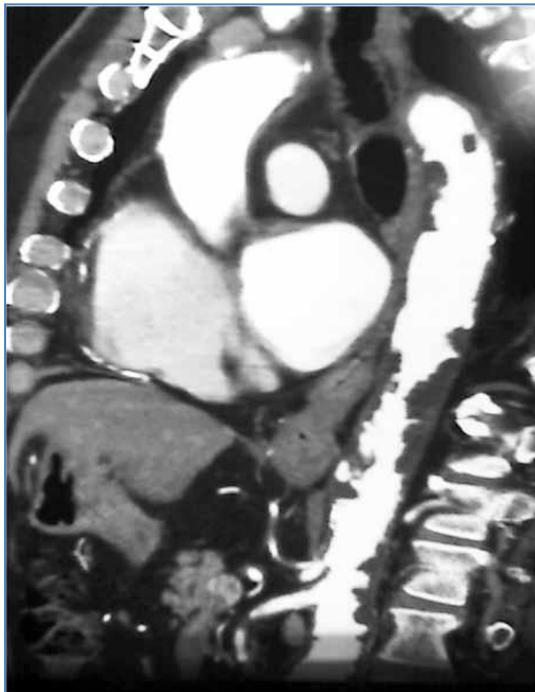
Ejemplo típico de una aorta *shaggy* o embolizante. La presencia múltiple de trombos de aspecto irregular en todo el trayecto aórtico visualizados en la tomografía, sumados a las clásicas manifestaciones clínicas (*blue toe*, microembolizaciones viscerales, etc.), corrobora el diagnóstico
